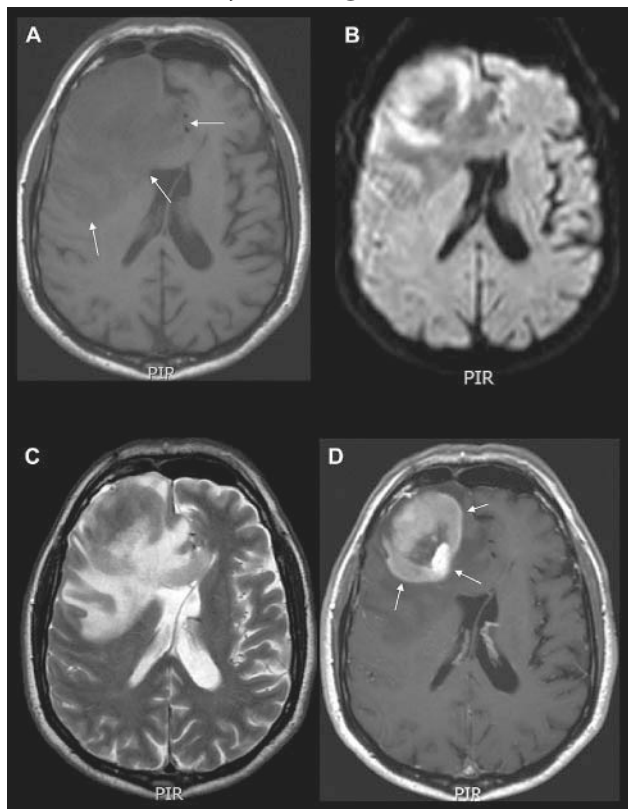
MRI brain neuroimaging (A, B, C, D) of PCNSL.
